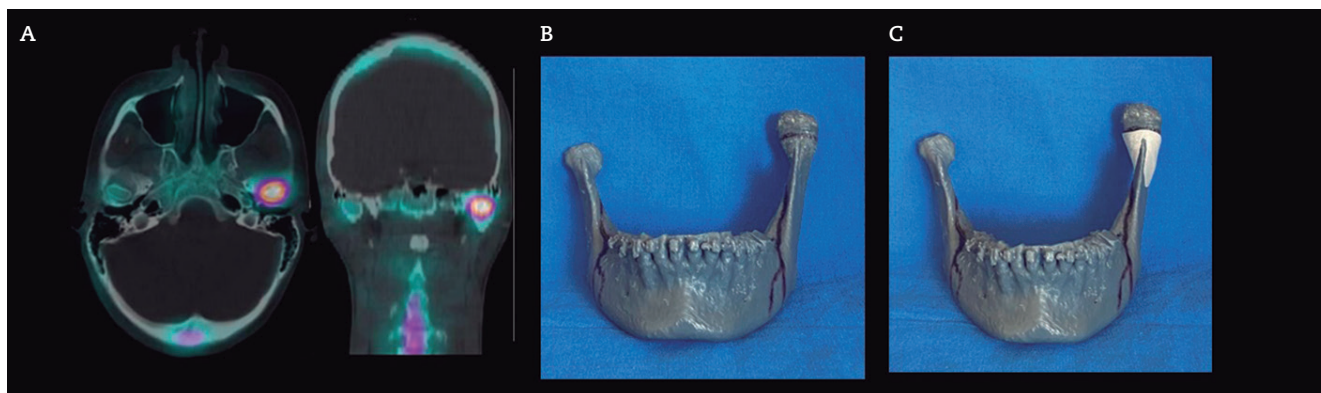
A. Gammagrama ósea con imágenes de SPECT/TC que demuestra la asimetría de captación de los cóndilos, con una zona focal intensa de mayor concentración del radiofármaco en el cóndilo izquierdo con un porcentaje de captación del 79,5 % y en el cóndilo derecho del 20,4 % (normal menor del 55 %). B. Estereolitografía donde se observa el agrandamiento del cóndilo izquierdo. C. Estereolitografía con guía quirúrgica para el corte.
